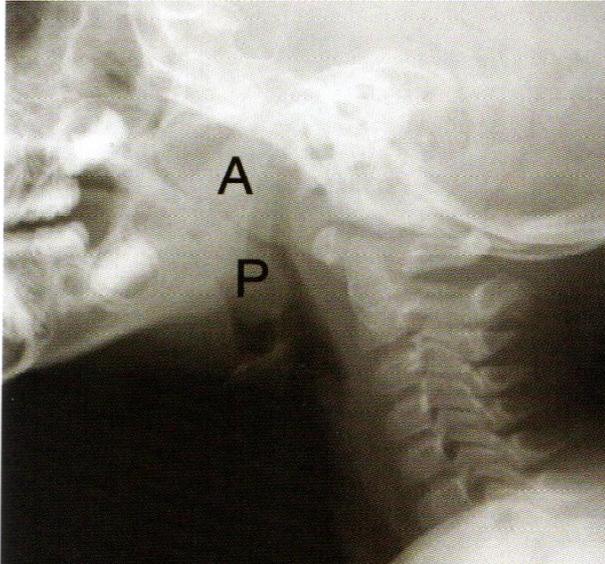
Radiographie du pharynx de profil.
